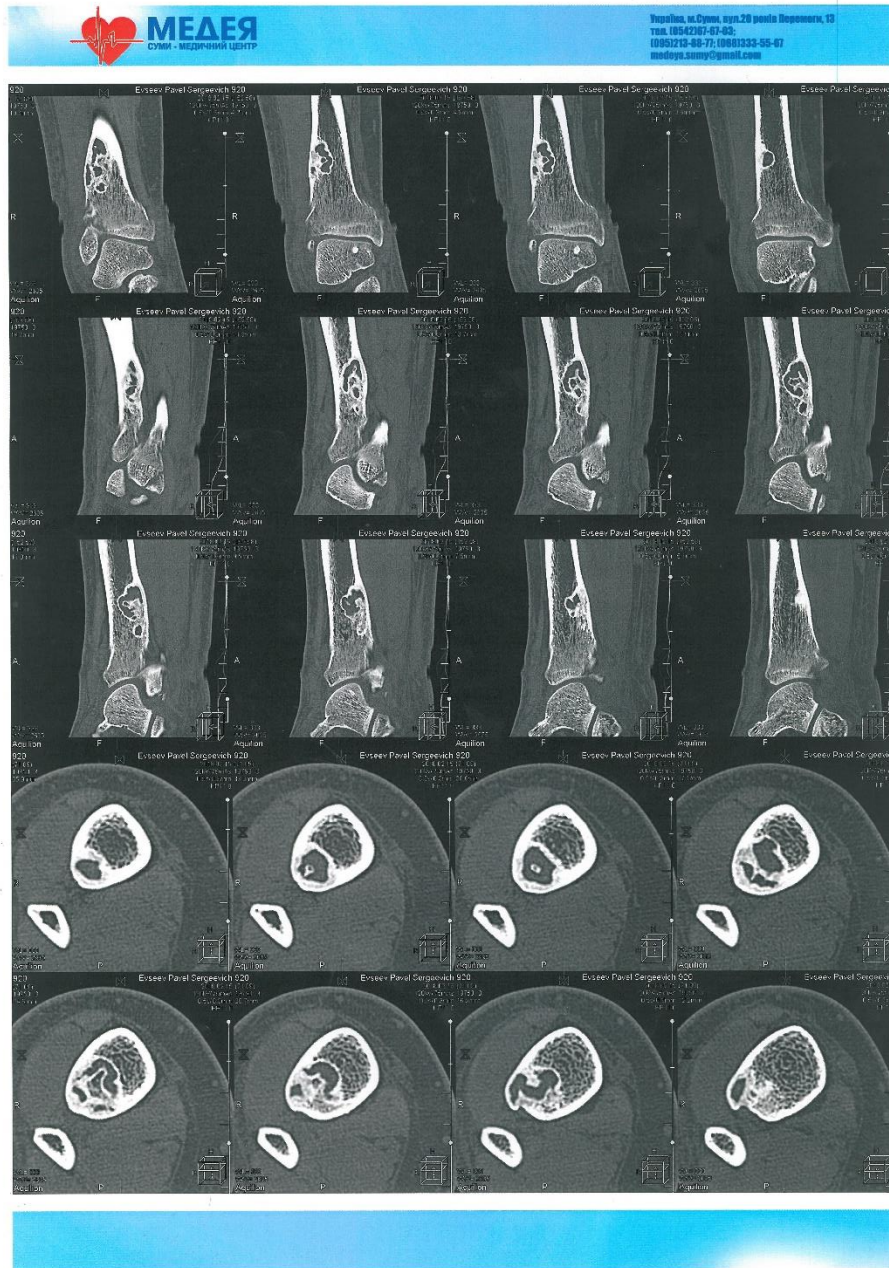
Комп'ютерна томографія великогомілкової кістки ураженою фібромною
